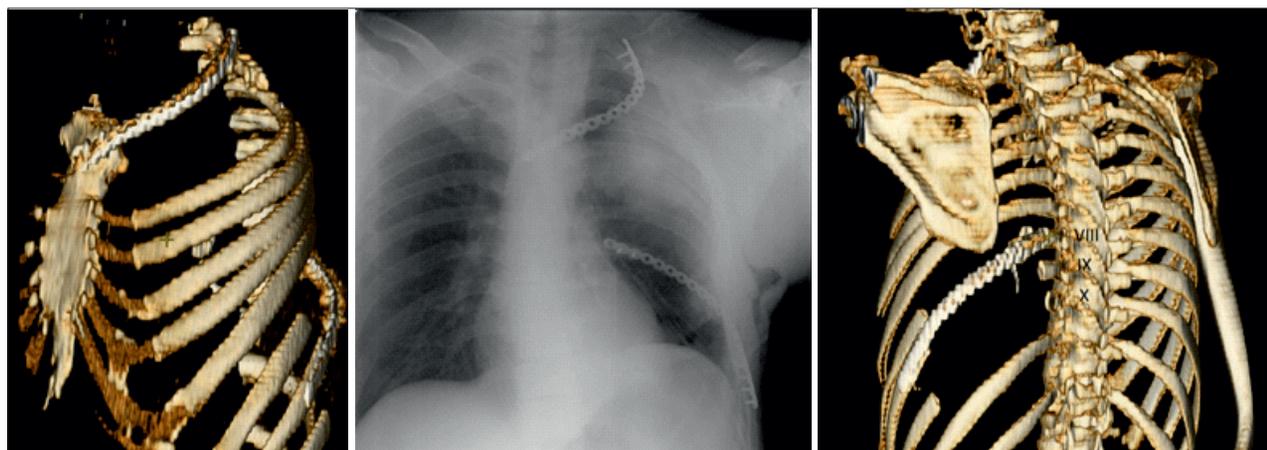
Рентгенологическая картина в послеоперационном периоде
